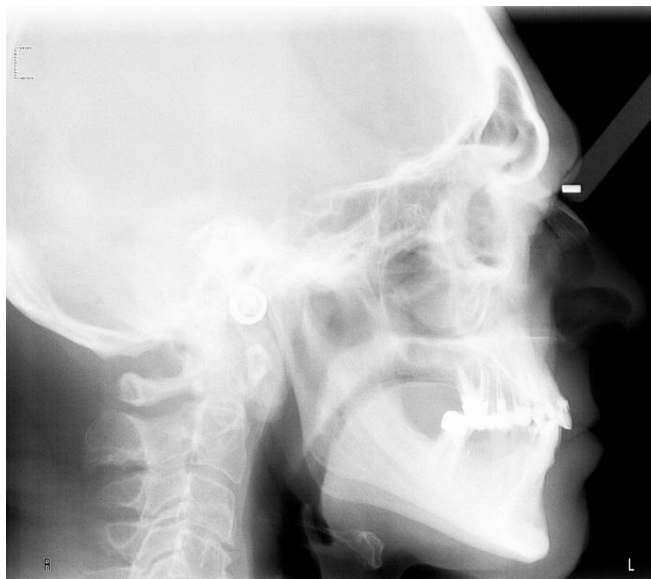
Telerradiografia de perfil inicial.*
